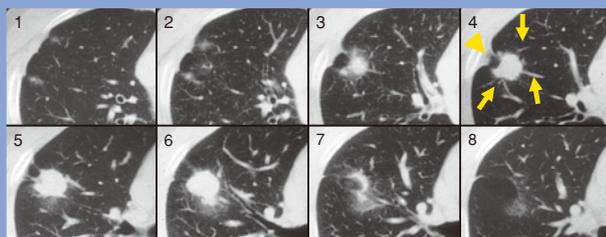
腺がんの連続高分解能CT：腫瘍に向かって多数の血管 (矢印) が収束し、胸膜も牽引されている (矢頭)。
